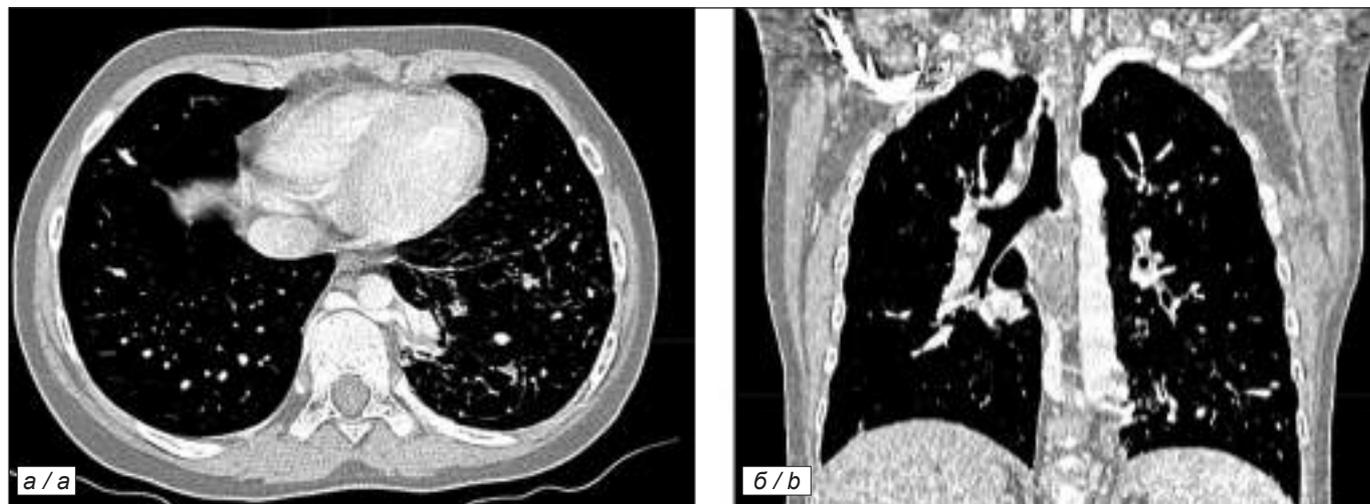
МСКТ легких с внутривенным усилением. Интралобарная секвестрация с аномальным кровоснабжением из нижней части грудного отдела аорты – а и оттоком крови в непарную вену (v. azigos) – б.
